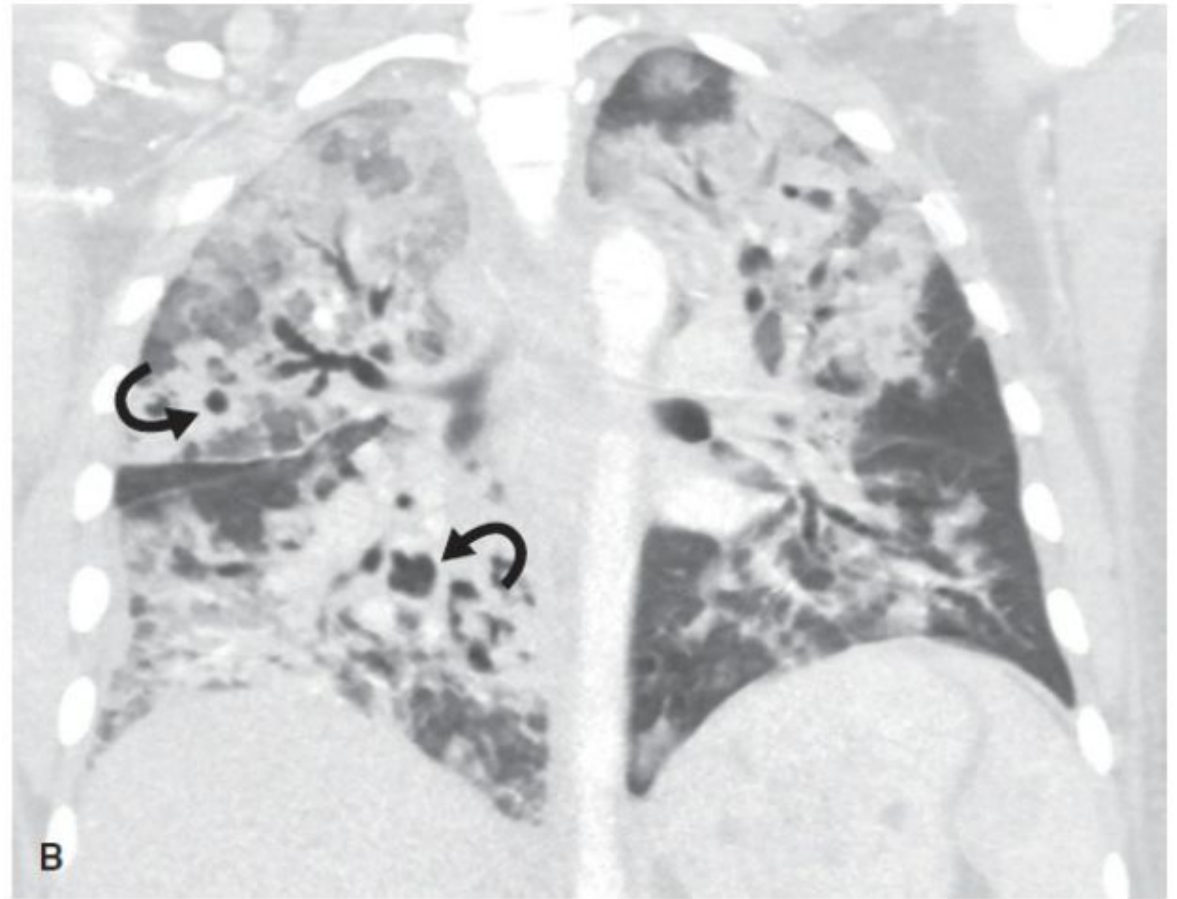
Staphylococcus aureus Pneumonia. A: Frontal chest radiograph in a patient with Staphylococcal pneumonia demonstrates multifocal airspace opacification. B: Contrast-enhanced coronal CT through the mid-lungs shows multifocal airspace and ground-glass opacification. The presence of pneumatoceles (curved arrows) is consistent with staphylococcal pulmonary infection.
